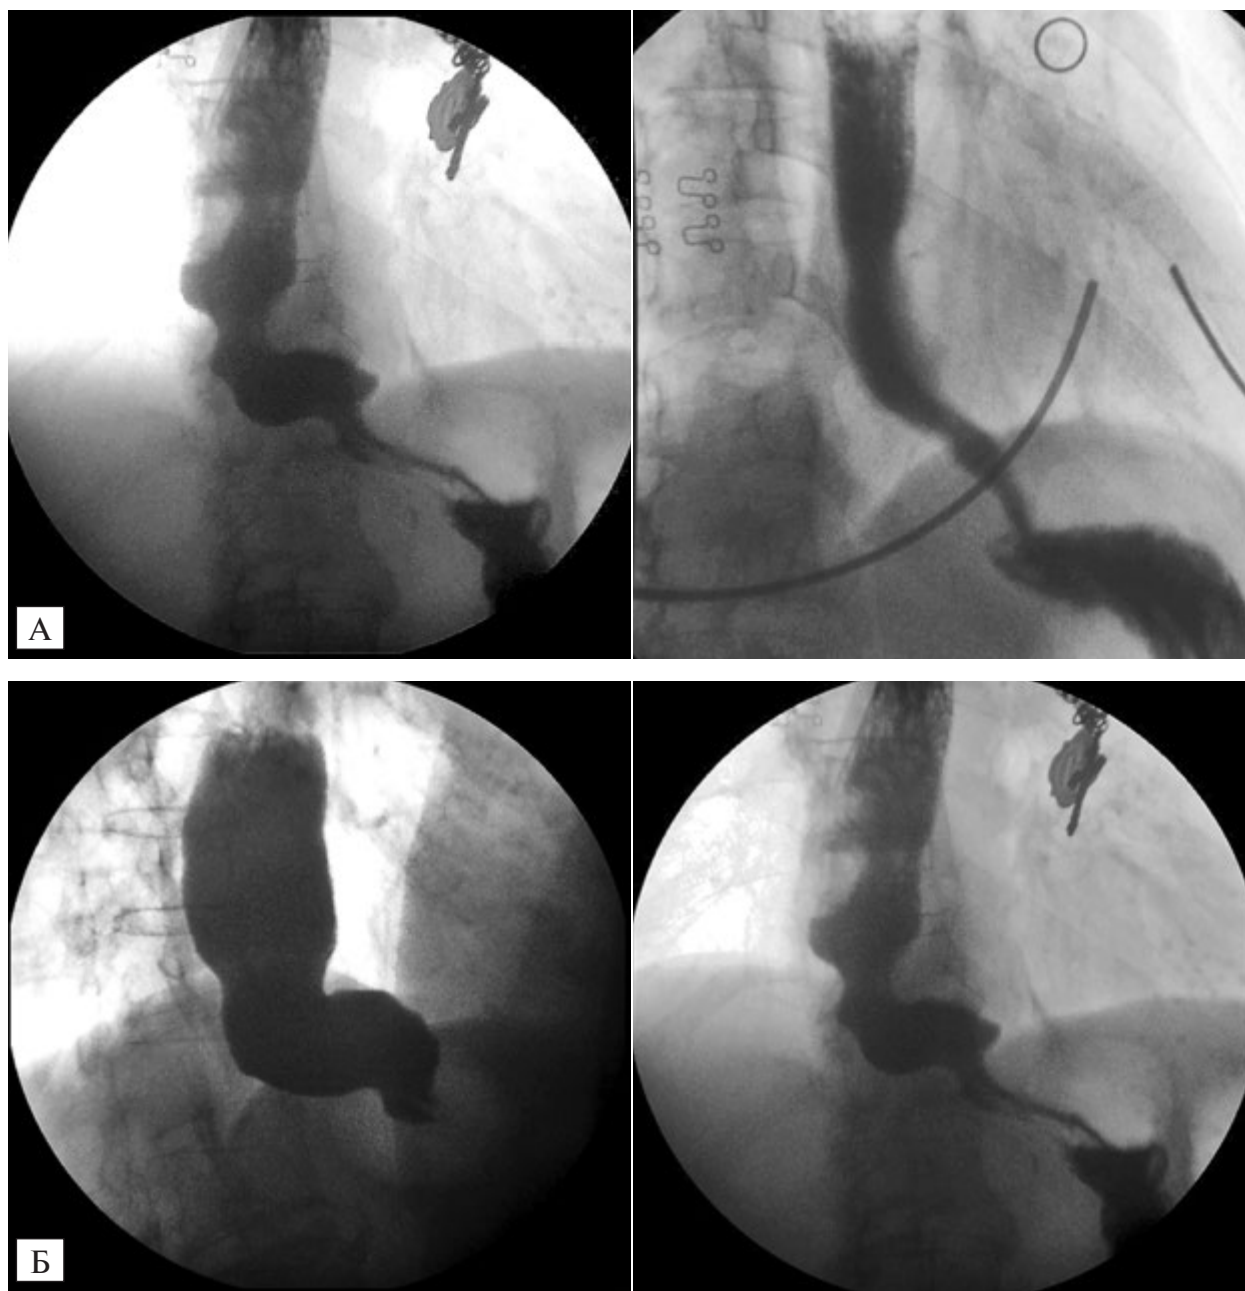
Рентгенологічний скринінг ахалазії кардії до і після курсу балонної ПКД: А — ахалазія кардії 3-ї стадії; Б — ахалазія кардії 4-ї стадії
